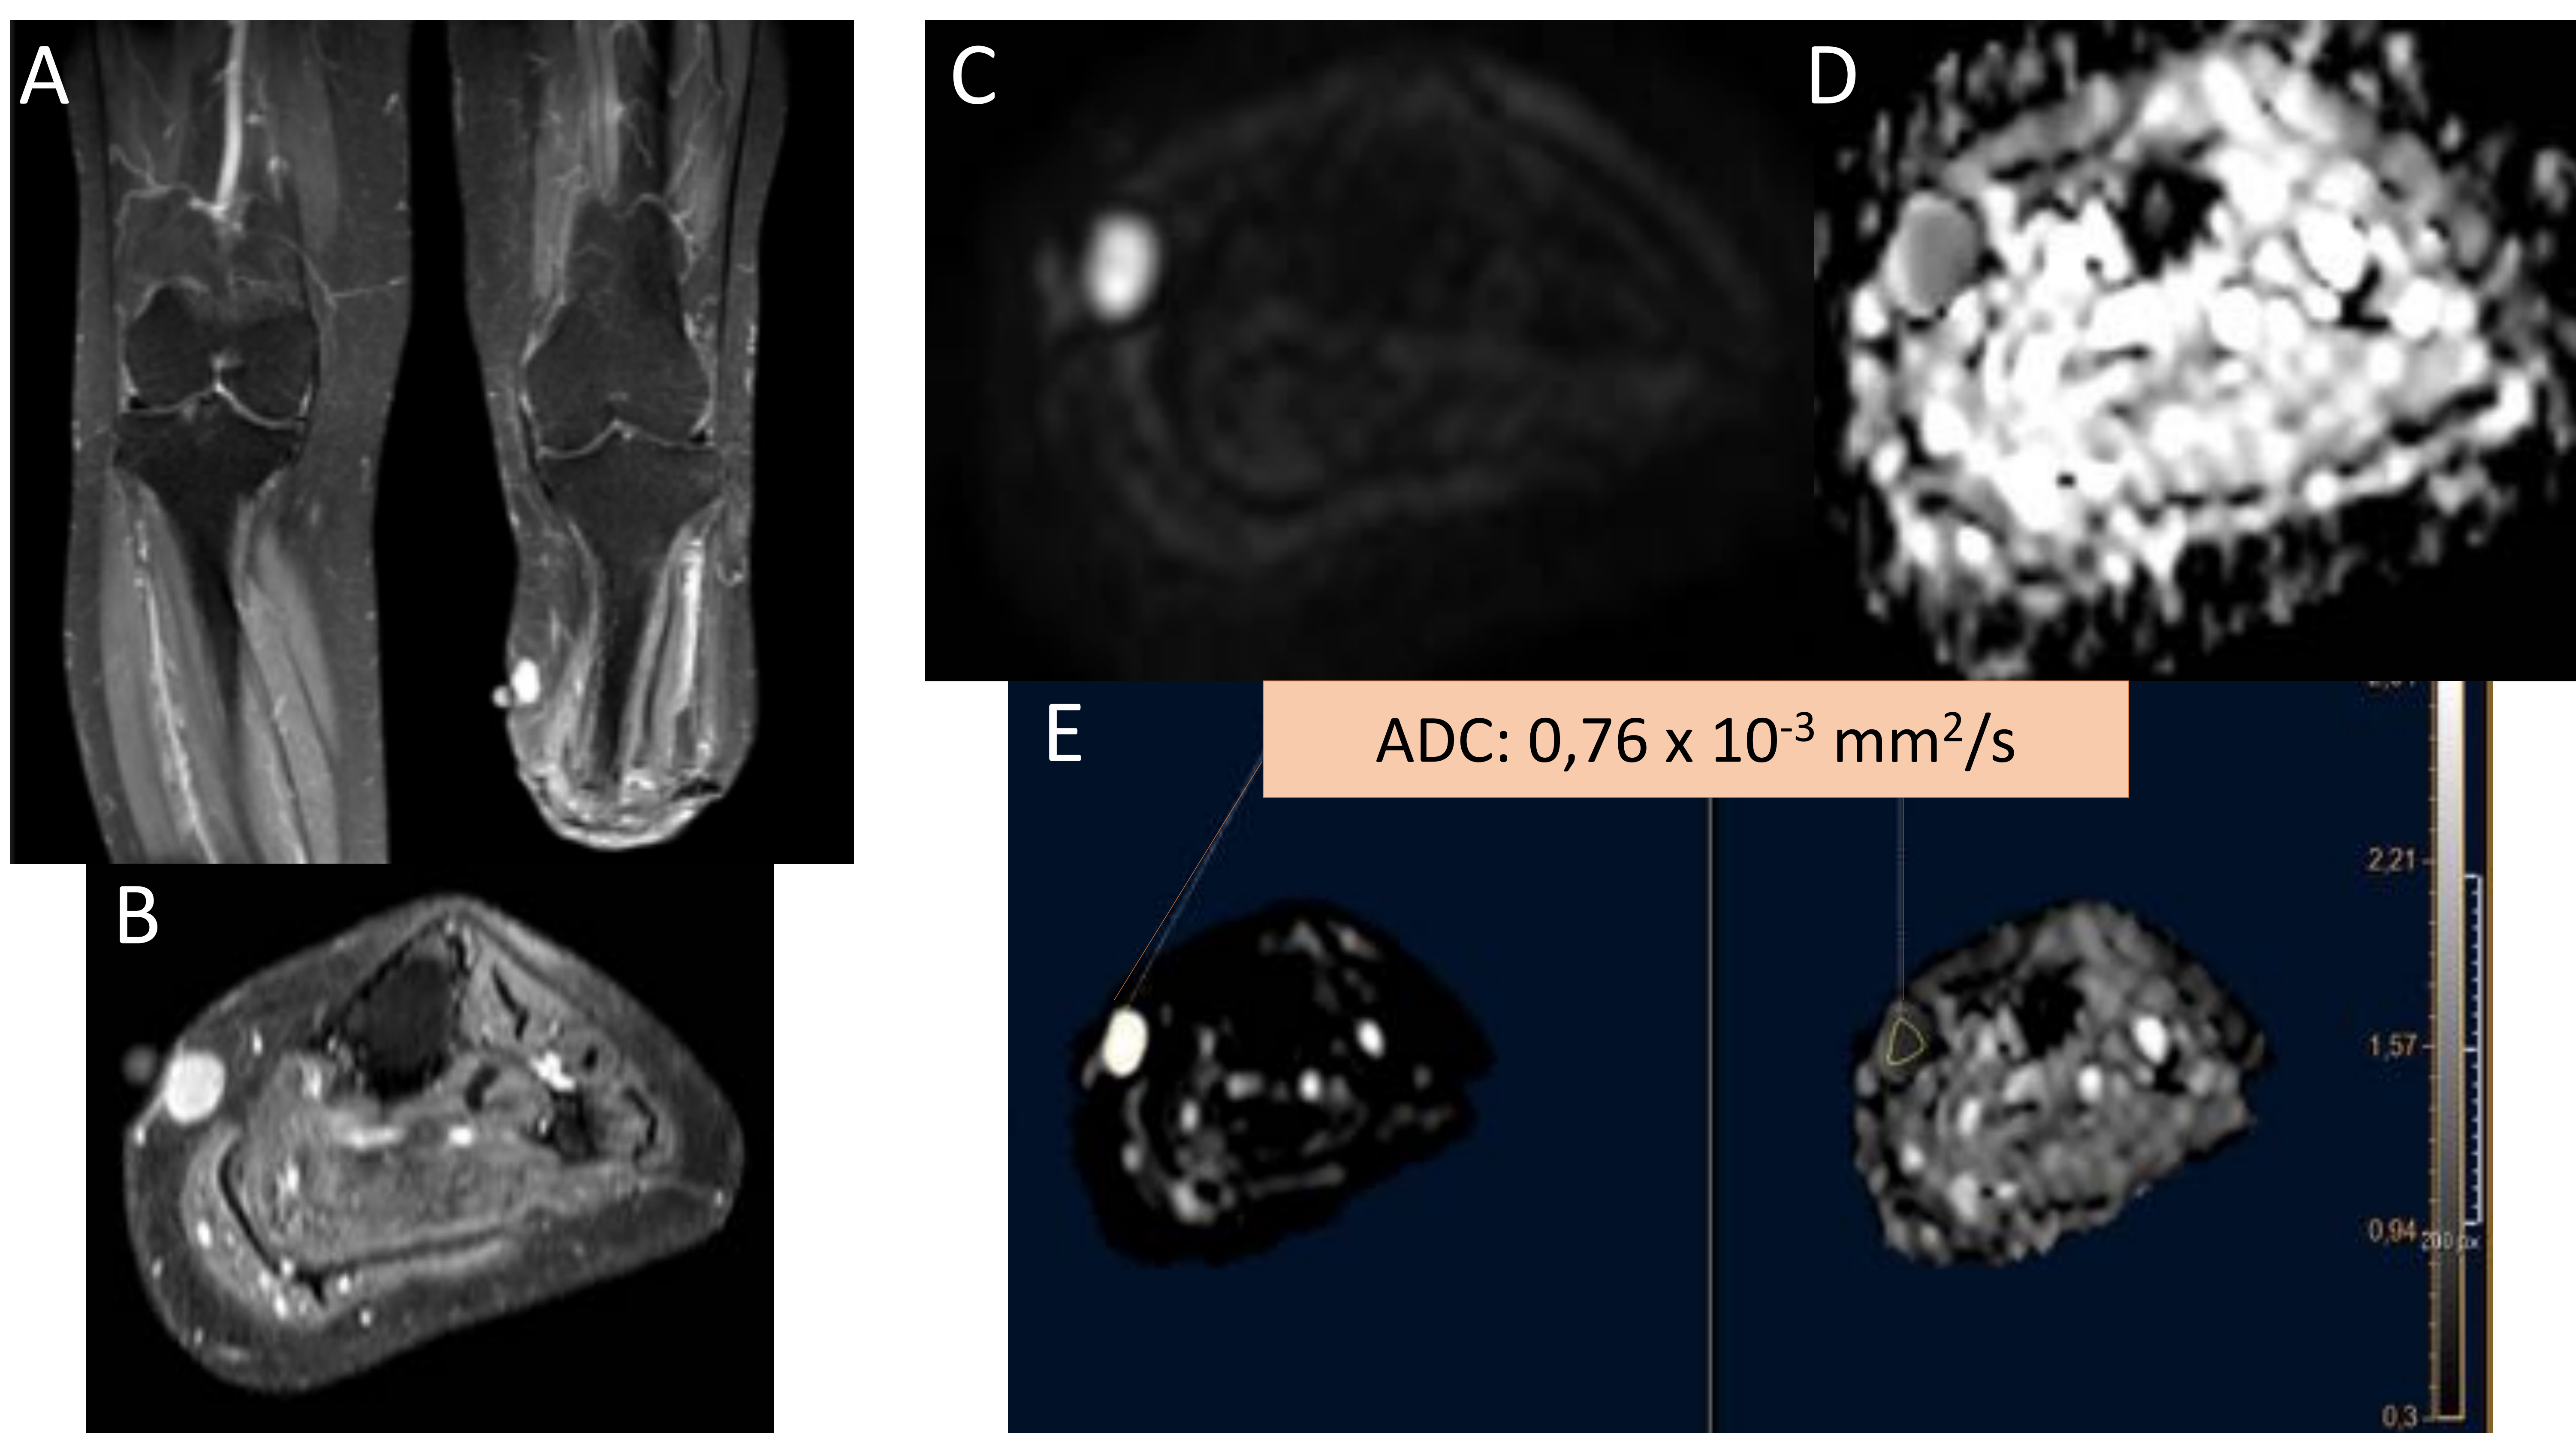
RM de piernas del mismo paciente de la figura anterior tras una amputación del tobillo-pie hace un año. Secuencias coronal y axial T1-SPIR (A-B) y difusión (C: DWI, D: ADC, E: posprocesado).
